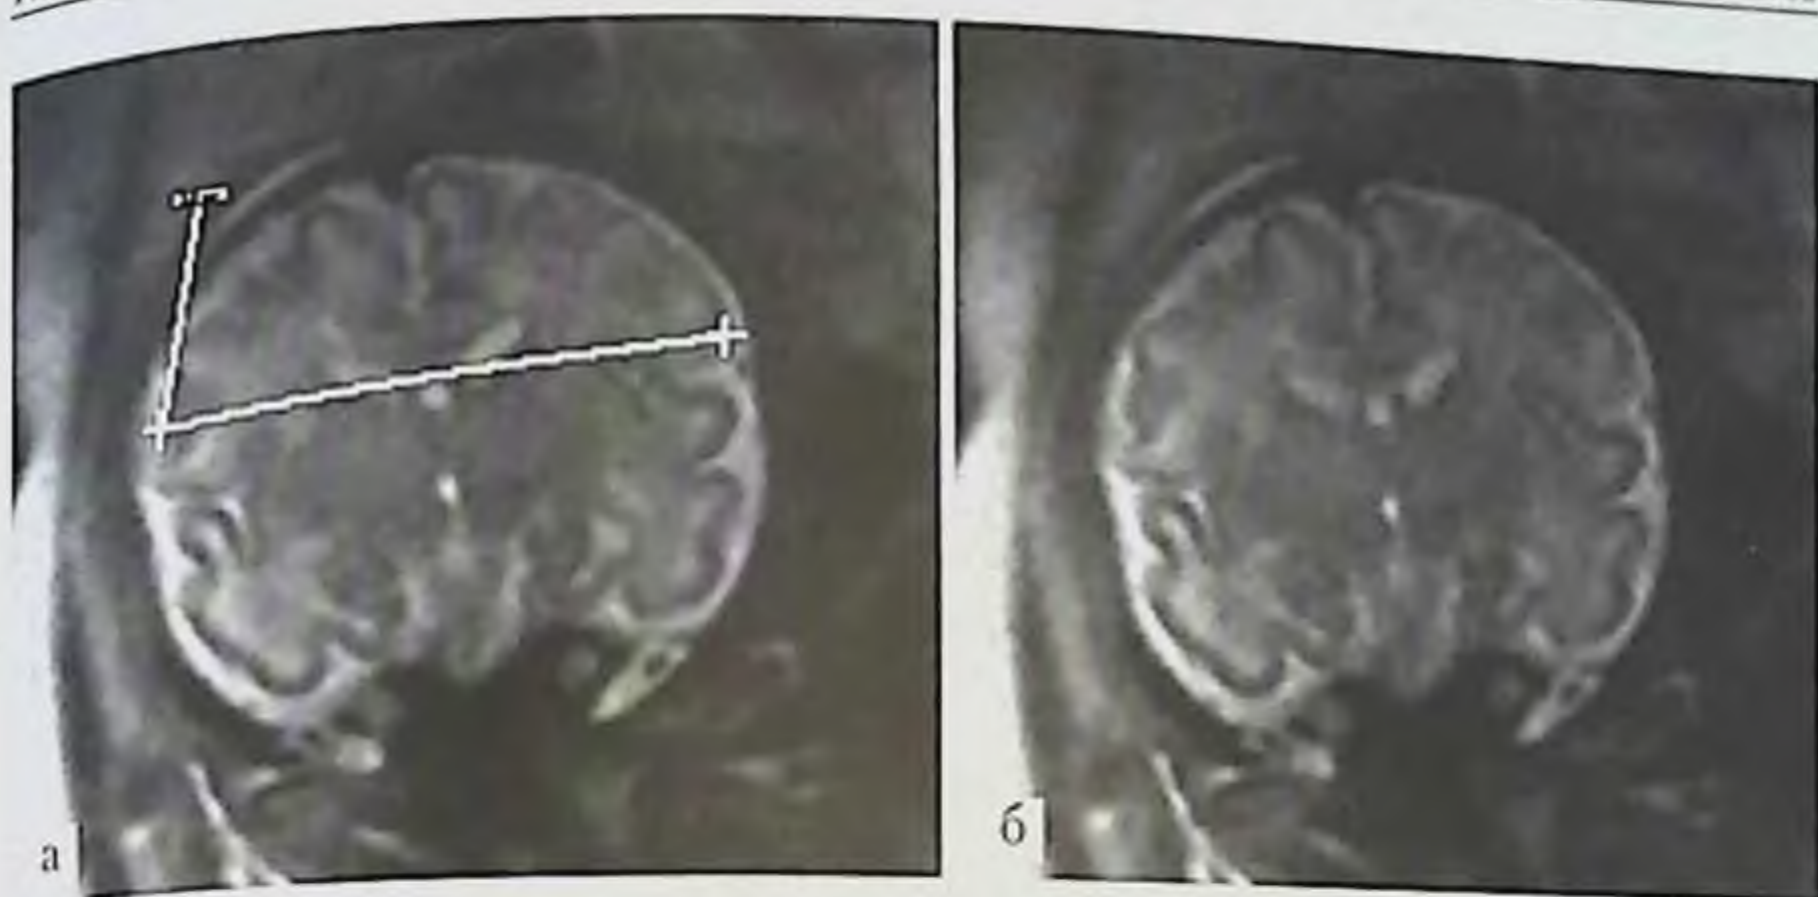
МРТ плода. Определение бипариетального церебрального диаметра. Срез в корональной плоскости, выполненный на уровне височных рогов боковых желудочков. Срок гестации 34 нед. Бипариетальный церебральный диаметр 75 мм.
